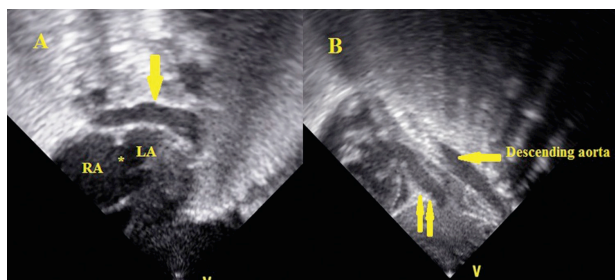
(А). Подреберная проекция на эхокардиографии показала расширенное правое предсердие (РА), вторичный дефект межпредсердной перегородки (*), маленькое левое предсердие (ЛП) и свободное эхо-пространство позади ЛП (стрелка). (В) Подреберный вид, демонстрирующий вертикальный венозный сосуд (нисходящая вена), который соединяется с воротной веной (двойные стрелки).
